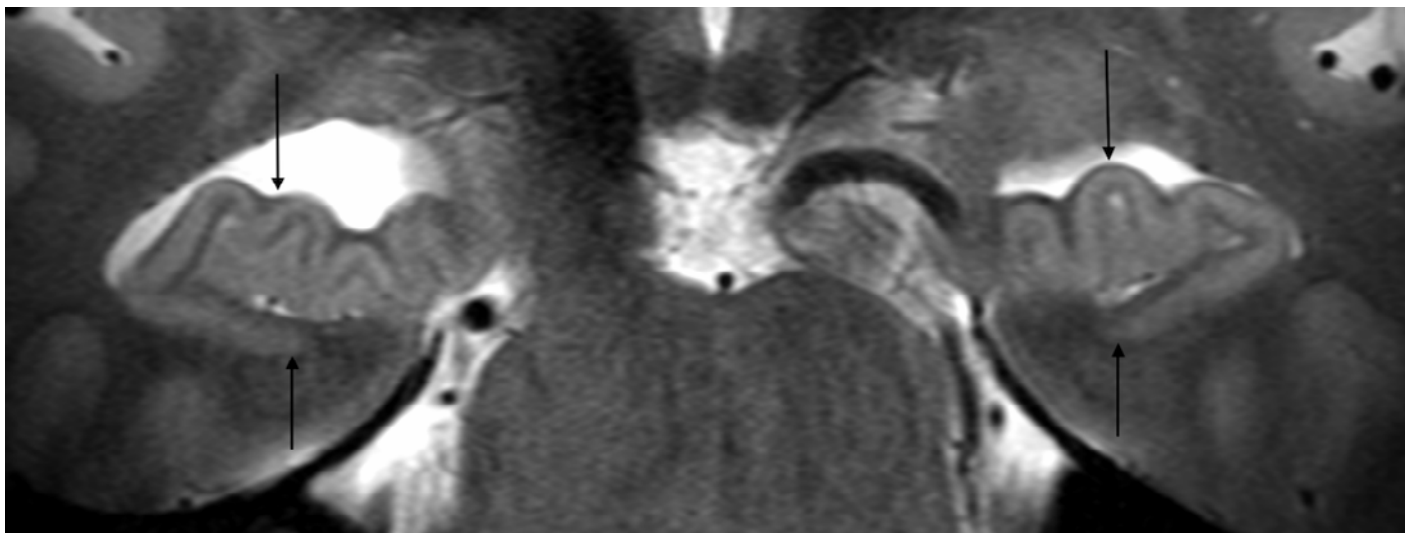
Magnetresonanztomogramm: Die T2-gewichtete Sequenz in koronarer Ebene zeigt die Mikrostruktur des Hippocampus in sehr hoher Auflösung (Pfeile).
